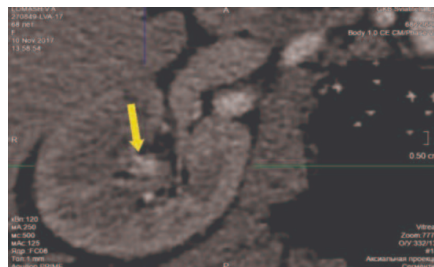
Результаты КТ – гиперваскулярное образование верхней группы чашек справа
